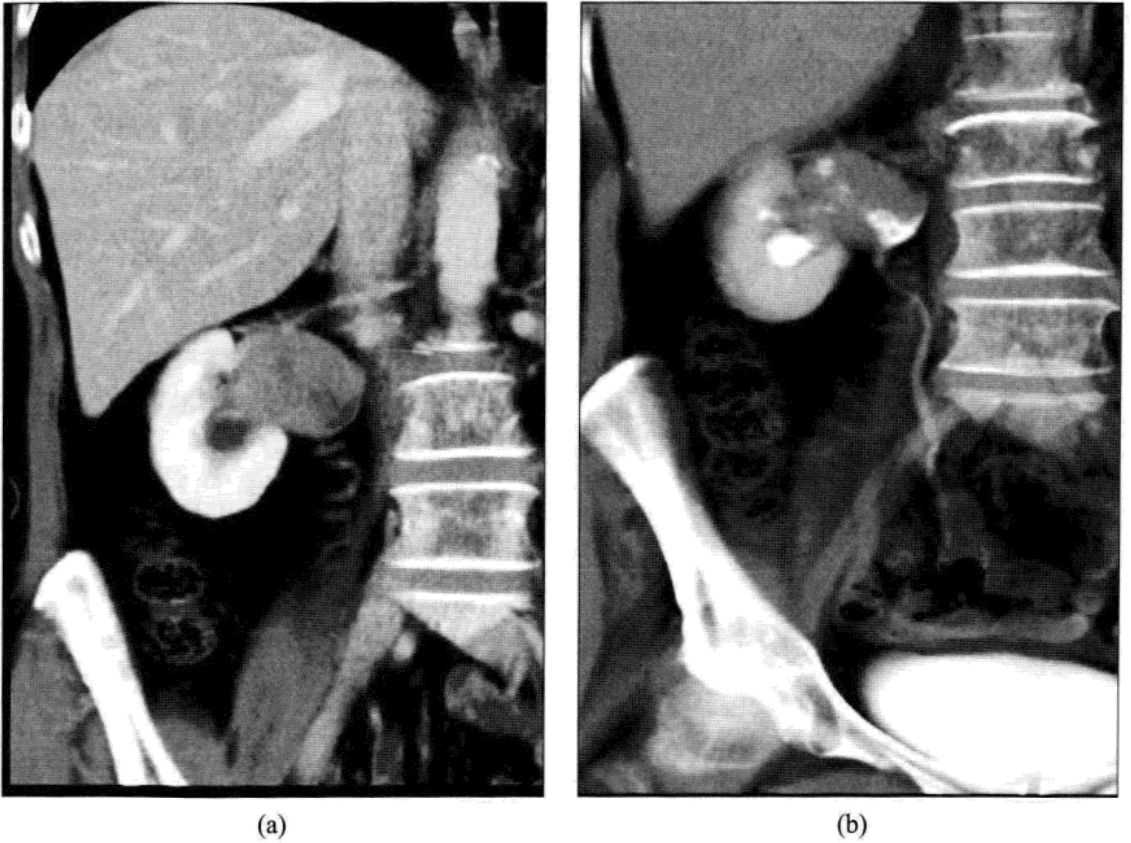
女性，73 岁，胁腹痛伴血尿，肾脏 CT 静脉期显示右肾盂一巨大实质性肿块。在 CTU 中可见右肾盂充盈缺损(a)，并可观察肾盂肾盏系统(b)。
